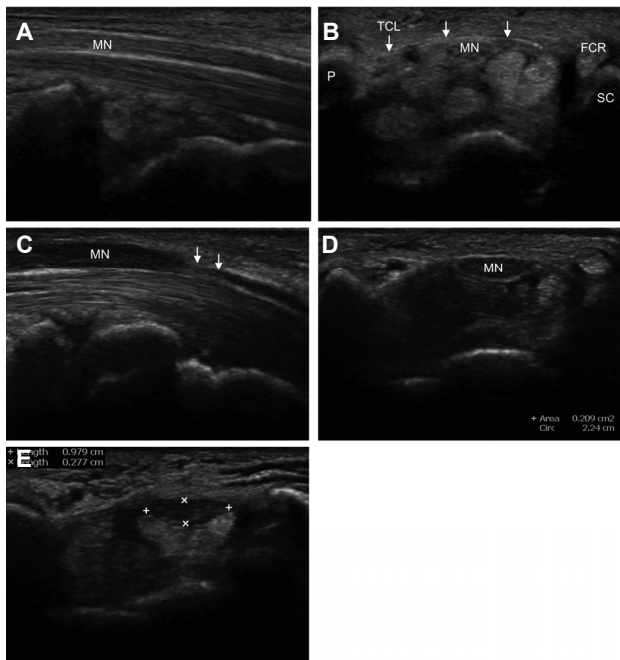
Ultrasonographic findings of a normal carpal tunnel and a carpal tunnel with carpal tunnel syndrome. (A) Longitudinal scan shows normal median nerve with regular fibrillary pattern and unchanging thickness surrounded by a hyperechoic boundary in the carpal tunnel. (B) Transverse scan of the proximal carpal tunnel shows transverse carpal ligament (arrows), the oval-shaped median nerve, which is located in the superficial part of the carpal tunnel, and the flexor digitorum superficialis and profundus tendons in the deeper part of the carpal tunnel. In carpal tunnel syndrome, (C) the median nerve is compressed in the middle and distal carpal tunnel (arrows) on a longitudinal scan; (D) cross-sectional area of median nerve increases $> 10 \text{ mm}^2$ in the proximal carpal tunnel and (E) the flattening ratio (longest diameter: shortest diameter of median nerve) is $> 3:1$ in the distal carpal tunnel. MN, median nerve; P, pisiform; TCL, transverse carpal ligament (arrows); FCR, flexor carpi radialis tendon; SC, scaphoid
